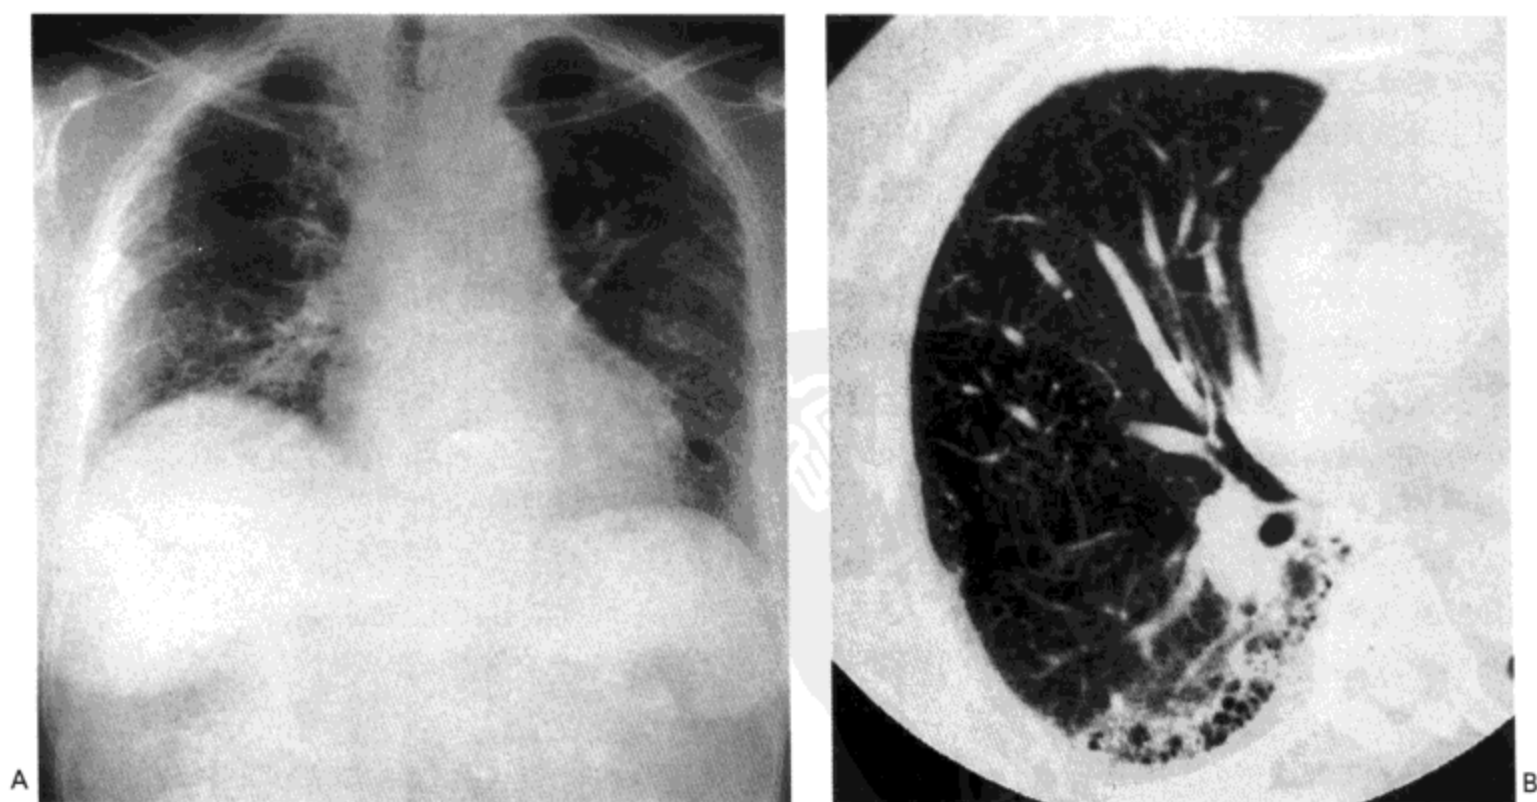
类风湿病-寻常性间质性肺炎。A: X线胸片示网状影与磨砂玻璃影,主要累及肺的中部与下部。B: 右肺的高分辨率CT显示右肺下叶上段胸膜下蜂窝肺与磨砂玻璃影。
